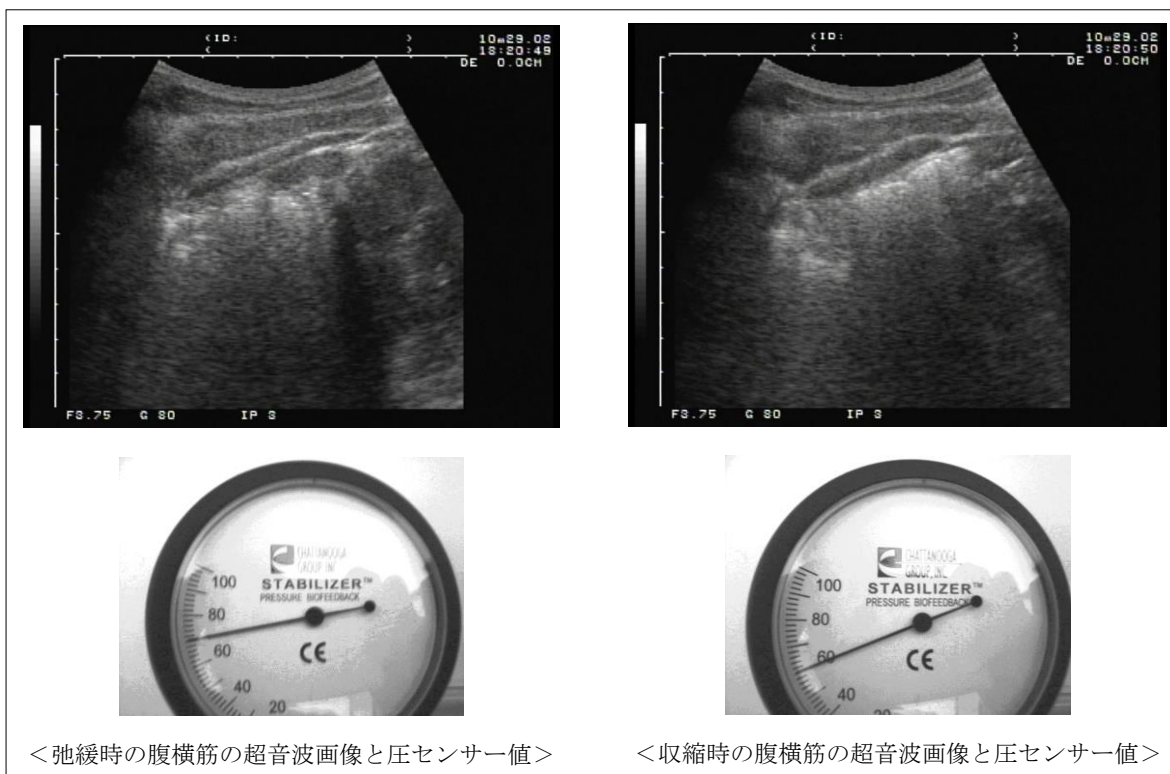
腹横筋の弛緩時および収縮時の腹壁の超音波画像と圧変化
